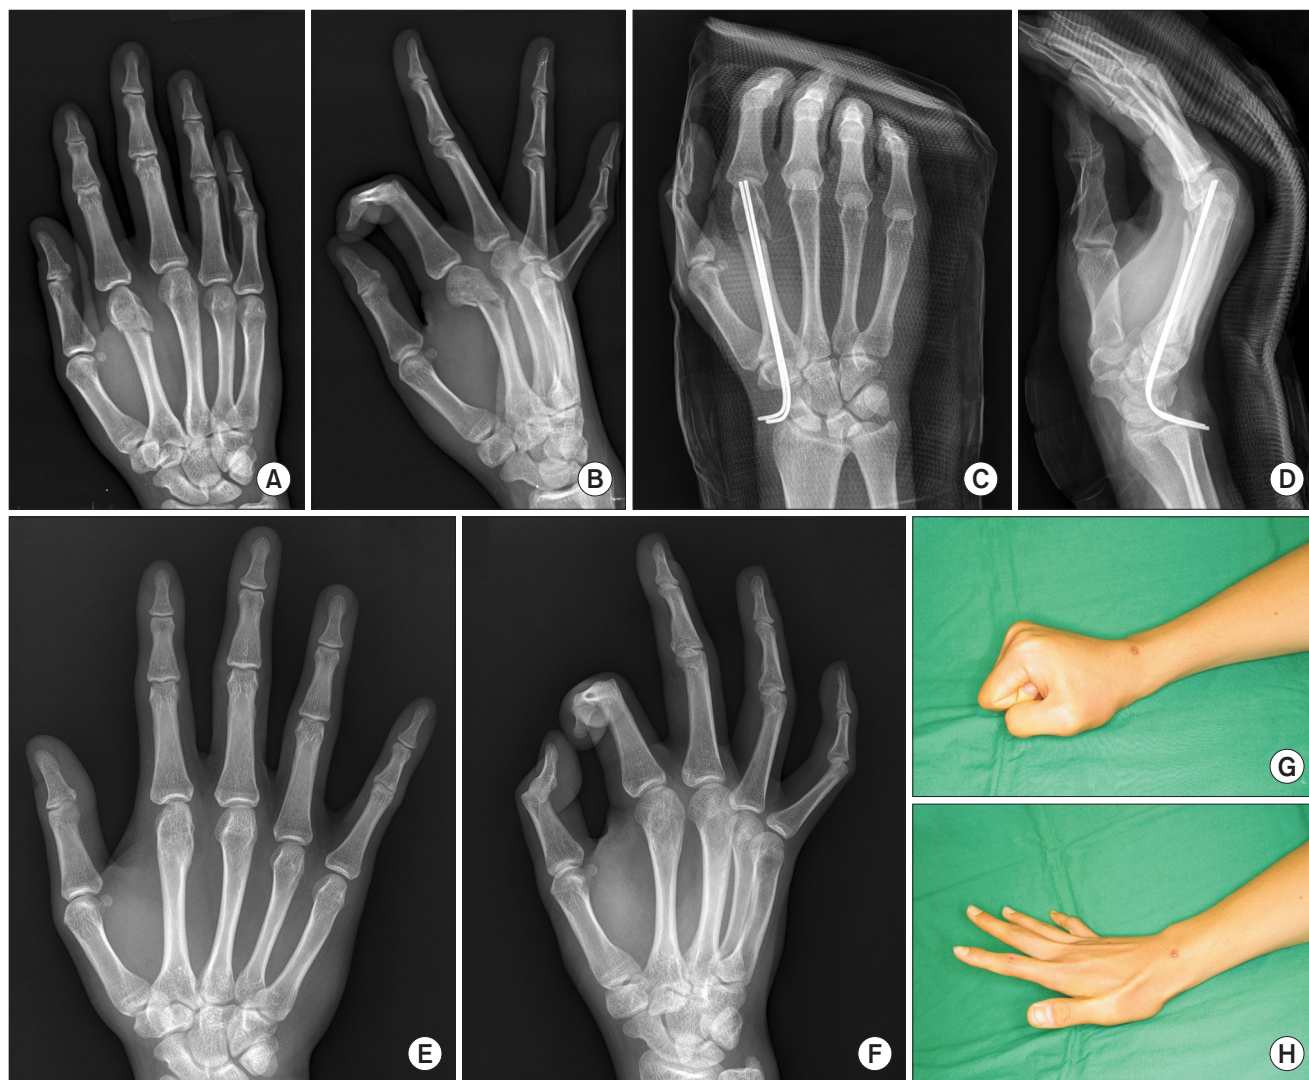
(A) Pre-operative true antero-posterior radiograph of the involved right hand of 27-year-old man with comminuted 2nd metacarpal neck fracture. (B) Pre-operative oblique radiograph of the hand with metacarpal neck fracture which showed dorsal angulation. (C, D) Antero-posterior and lateral view of radiographs taken immediately after operation which showed satisfactory fracture reduction. (E, F) Six-month postoperatively taken radiograph showed that complete bony union was achieved with acceptable alignment. (G, H) The patient fully recovered the range of motion of the involved hand at 6 months after the operation.
